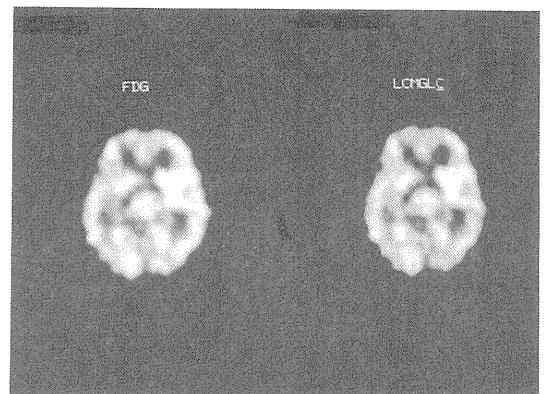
正常人の FDG (左) 及び $r\text{CMRGlc}$ (右) の画像
